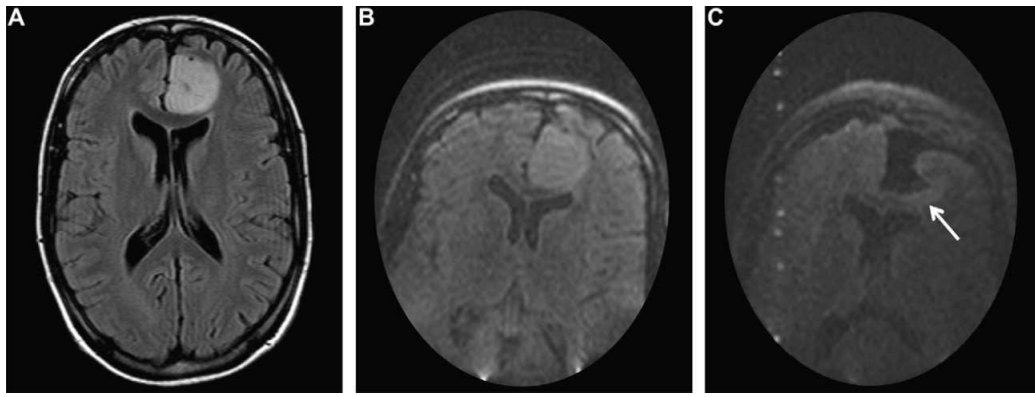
Comparaison d'images IRM haut champ vs bas champ. L'image (A) montre une image prise en séquence FLAIR à 1,5T en pré-opératoire d'un patient avec un astrocytome (grade II). L'image (B) présente la même image réalisée grâce à un imageur bas champ per-opératoire (0,15 T). L'image (C), réalisée après résection de la majeure partie de la tumeur, montre la présence de résidus tumoraux.[Senft et al., 2011]
